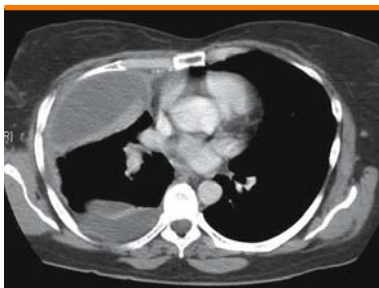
TAC torace di versamento pleurico saccato a destra
